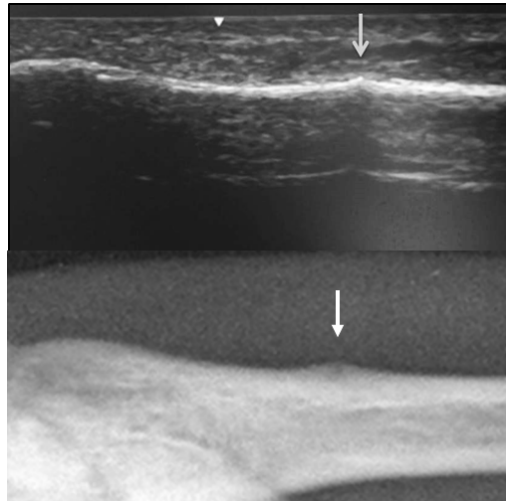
上：超音波所見による第 5 中足骨の膨隆像
